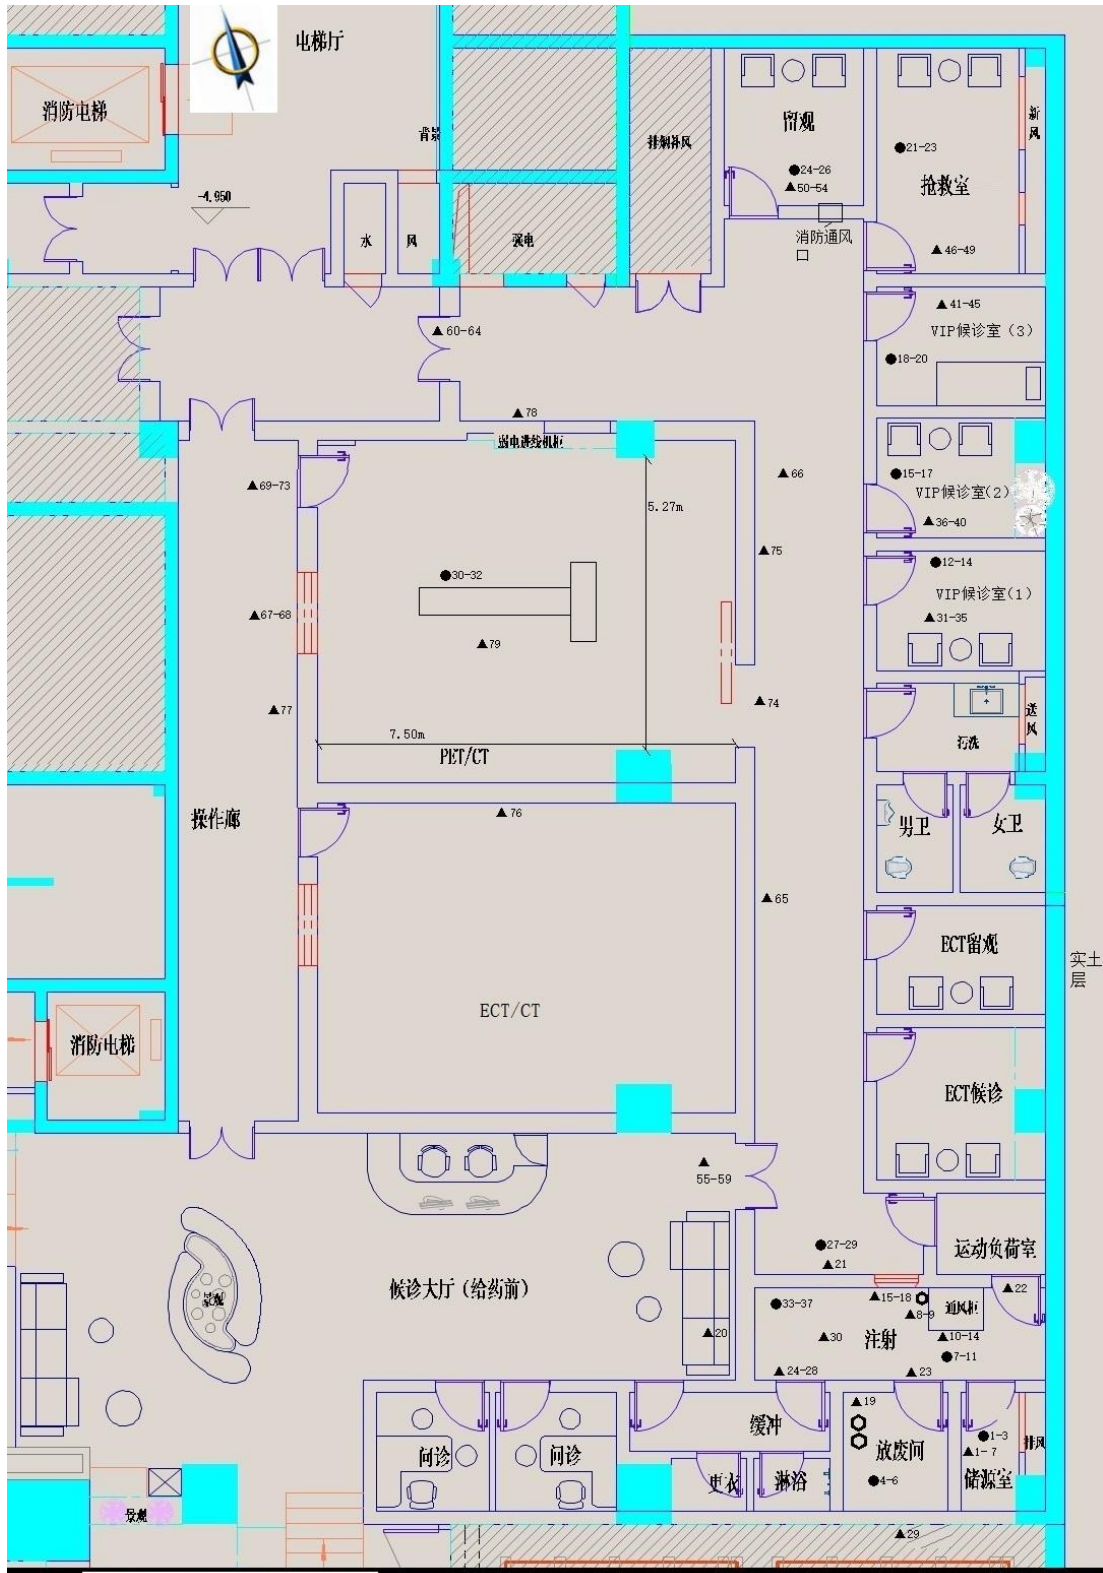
核医学科 PET/CT 相关工作场所周围环境监测点位图
